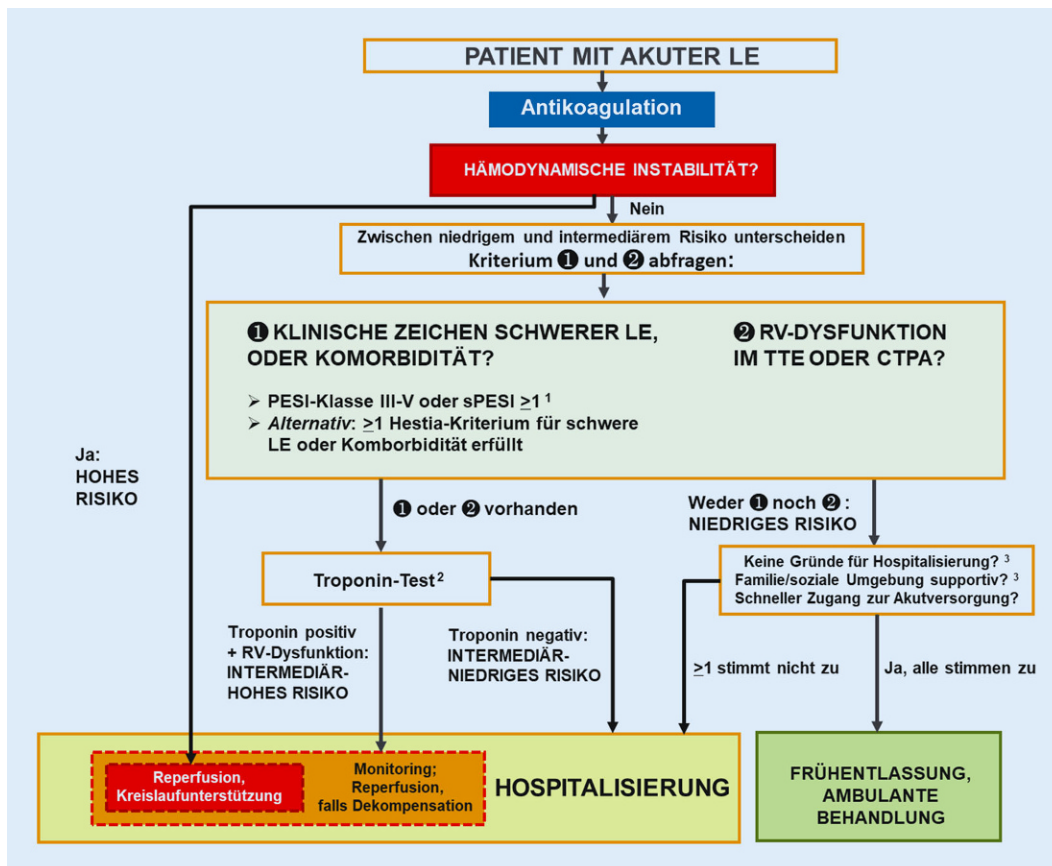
▲ Risikoadaptierte Managementstrategie bei akuter Lungenembolie [6]. CTPA computertomographische Pulmonalisangiographie/-angiogramm, LE Lungenembolie, PESI Pulmonary Embolism Severity Index, RV rechtsventrikulär, sPESI simplified Pulmonary Embolism Severity Index, TTE transthorakales Echokardiogramm. ¹Krebs, Herzinsuffizienz und chronische Lungenerkrankung sind die im PESI und sPESI enthaltenen Komorbiditäten. ²Ein Troponintest kann bereits vorliegen, falls er bereits am Anfang, beispielsweise zur Abklärung thorakaler Schmerzen in der Chest-Pain-Unit durchgeführt wurde. Tests für Herztroponine T oder I sind bei der LE-Diagnostik jenen für natriuretische Peptide vorzuziehen, da erhöhte Troponinwerte in einer randomisierten Therapiestudie als Einschlusskriterium verwendet wurden [24]. ³In den Hestia-Kriterien enthalten (nach [31] und [32])
